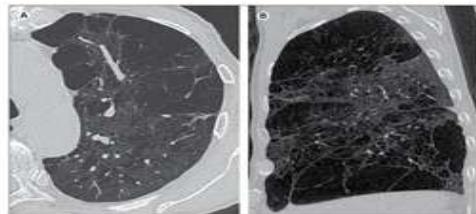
High-resolution CT scans of a patient with severe, bullous emphysema of centrilobular and paraseptal phenotype.
